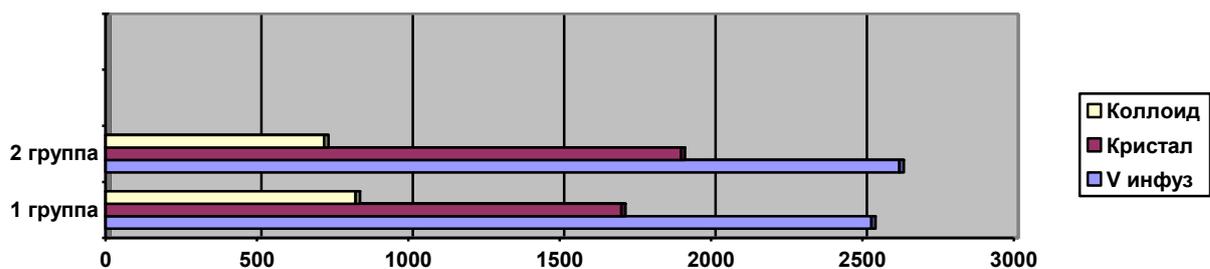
Объем инфузионной терапии, в частности, коллоидных и кристаллоидных растворов во 2-й и 1-й группах.
